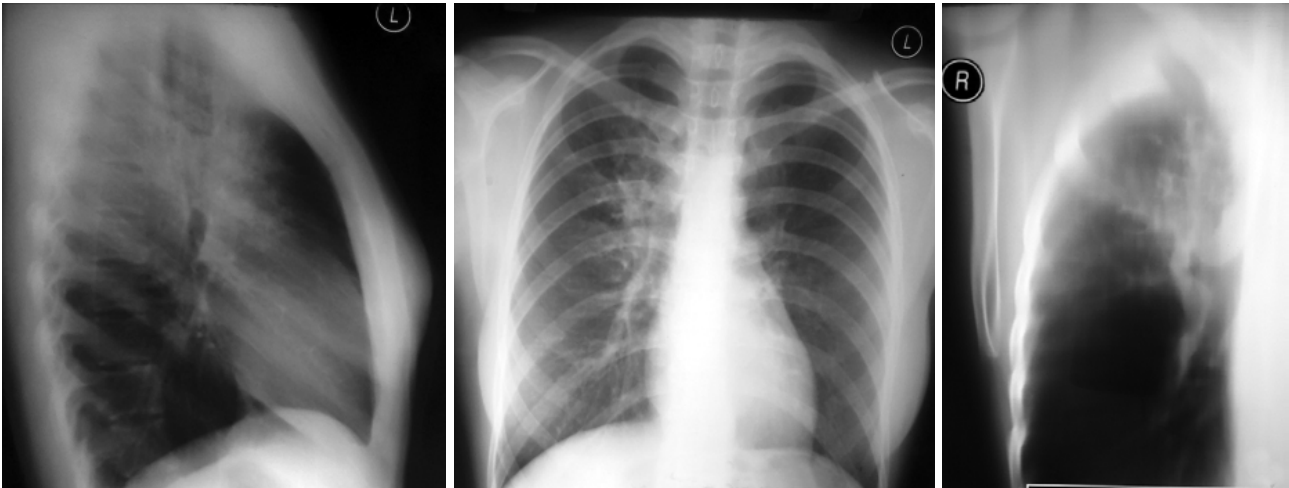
Рентгенограмма органов грудной клетки в прямой и правой боковой проекции, томограмма (8 срез) больной 2 через 2 месяца противотуберкулезной химиотерапии
